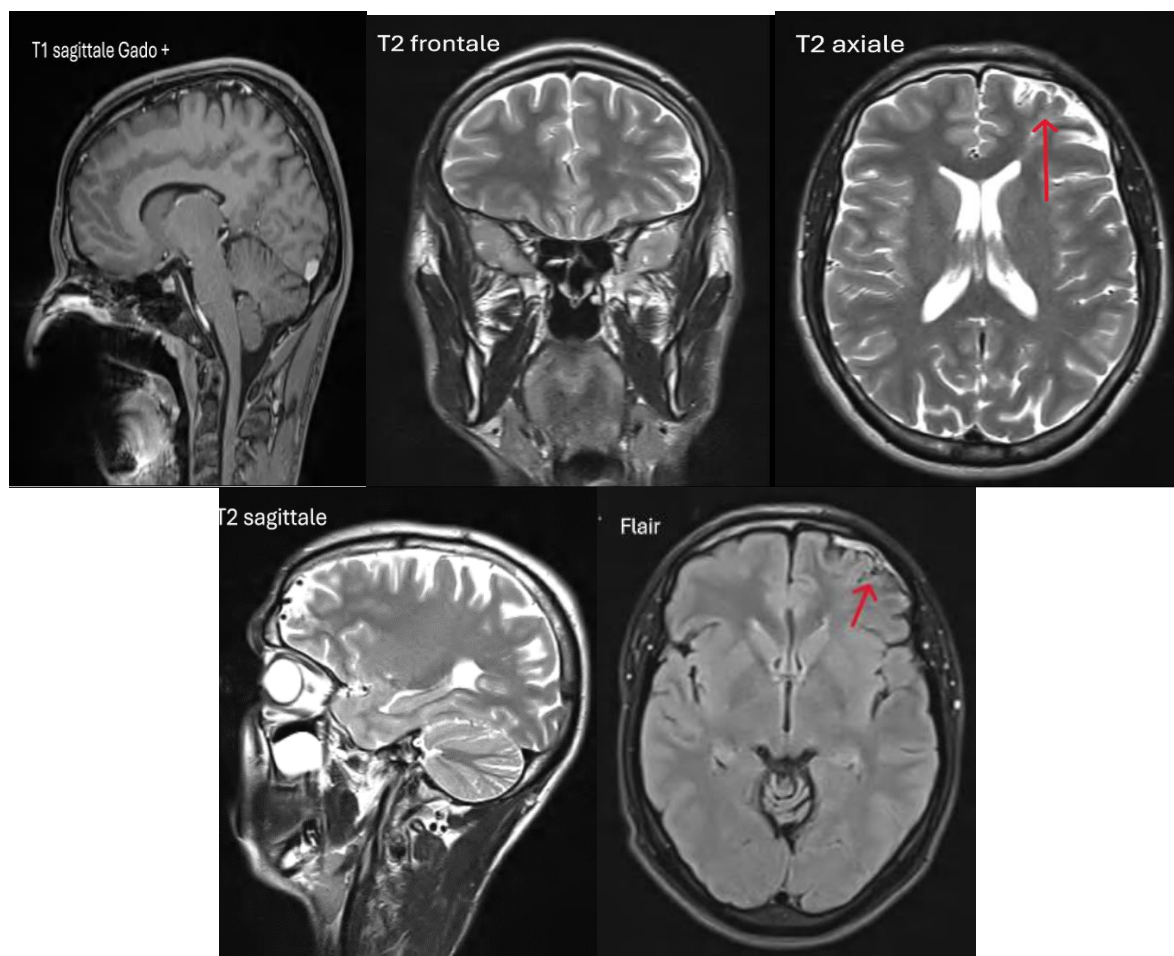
IRM encéphalique de contrôle du patient A.M après 2 ans du traitement pondérée T1, T2, FLAIR en coupes sagittale, axiale et frontale montrant une importante régression de la MAV frontale antérieure gauche
